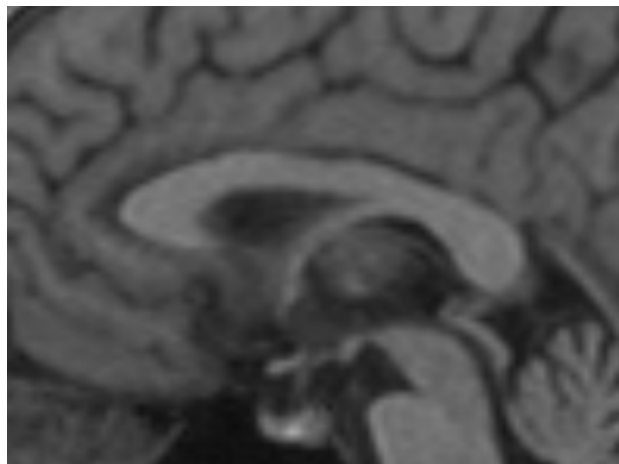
МРТ-изображение мозолистого тела мужчины 54 лет
